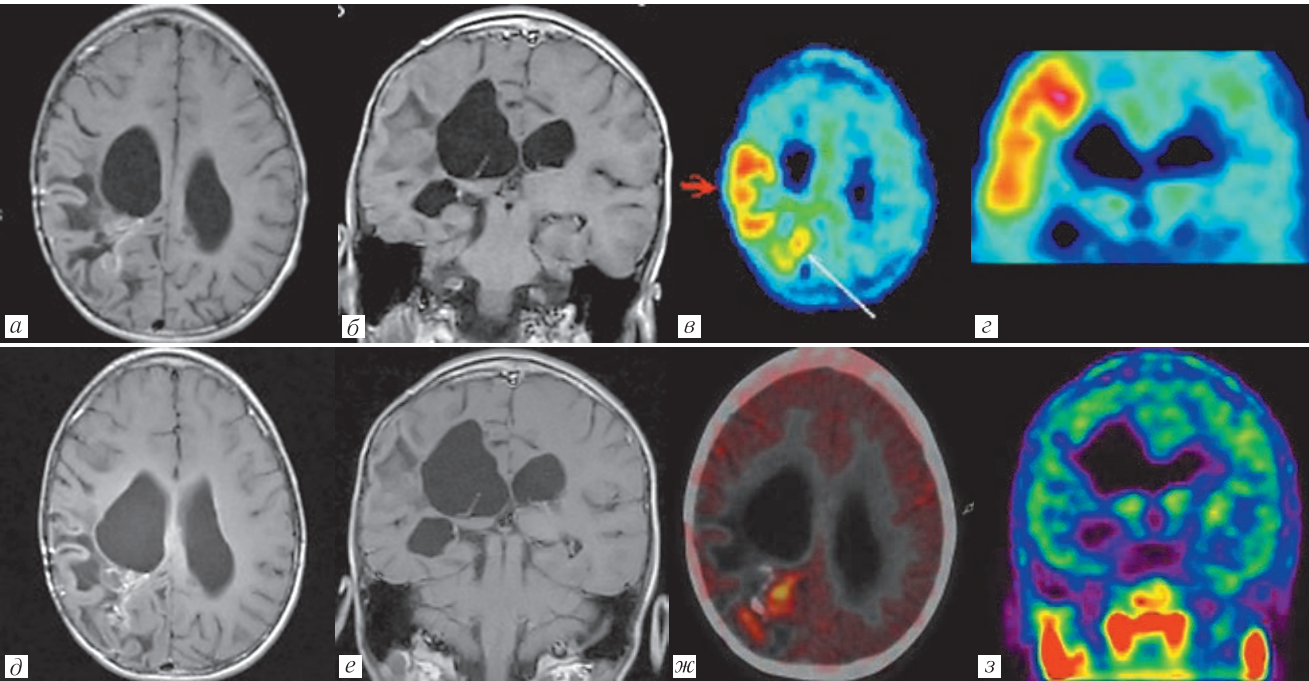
Метаболическая псевдопрогрессия. Пациент № 1, после комбинированного лечения глиобластомы правой теменной доли. *Верхний ряд:* при очередном контрольном исследовании МРТ с КУ демонстрирует стабильные изменения МР-сигнала в паравентрикулярном отделе правой теменной доли, обусловленные лечебным патоморфозом и кальцинатами в остаточной опухолевой ткани (а, б). При ПЭТ/КТ установлено появление повышенного захвата [¹¹С]метионина (ИН=2,0) в конвексительной коре правых теменной и височной долей, не имеющего структурного аналога на МРТ (в, красная стрелка). Кроме того, слегка повышенный захват [¹¹С]метионина наблюдается в паравентрикулярном отделе правой теменной доли (ИН=1,5), соответственно локализации остатка опухоли (белая стрелка). *Нижний ряд:* при контрольной МРТ с КУ через 2 мес радиологическая картина поражения правого полушария большого мозга не претерпела изменений (д, е), а при ПЭТ/КТ отмечается нормализация захвата РФП в конвексительной коре правого полушария и сохранение резидуальной опухолевой ткани (ИН=1,5) с обызвествлением (ж, з)
